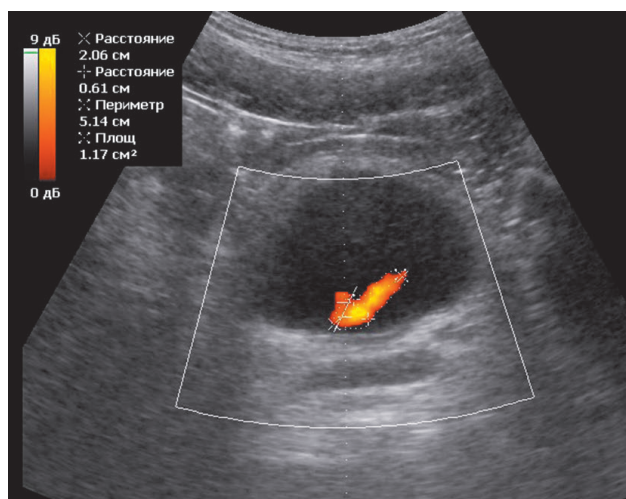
Recording of urine jet from the right ureter in colour Doppler mode.
